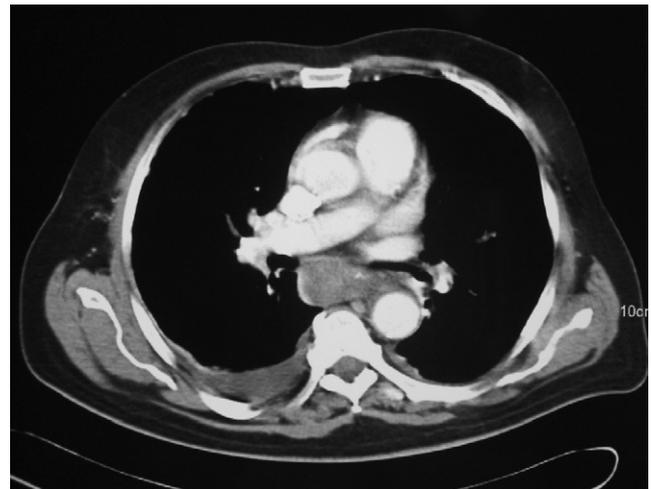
Imagen de la tomografía computarizada compatible con hematoma intramural esofágico.
